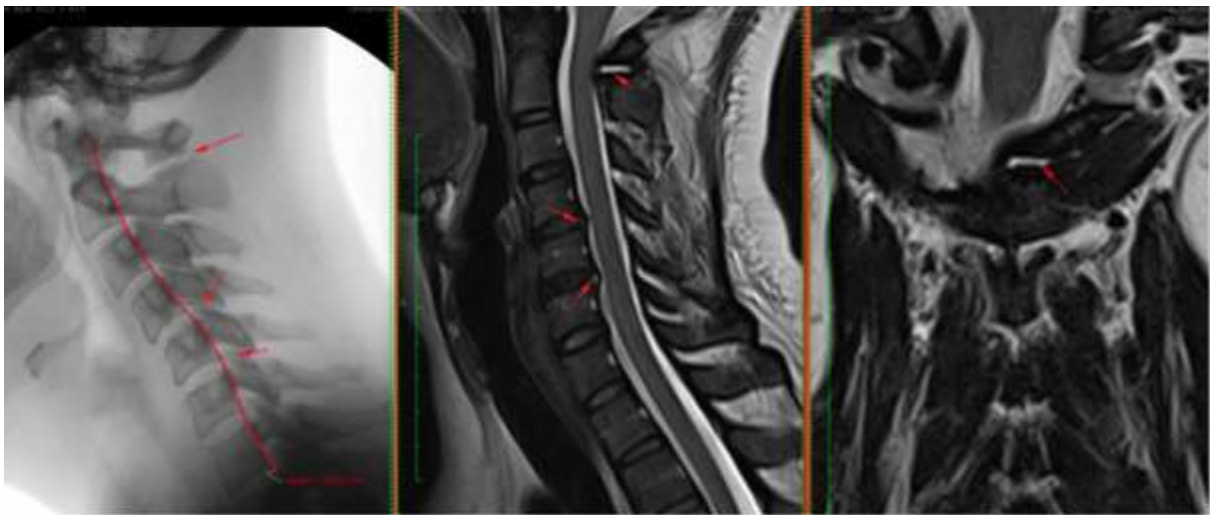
Radiografía lateral columna cervical y corte sagital y coronal RM cervical sin contraste
